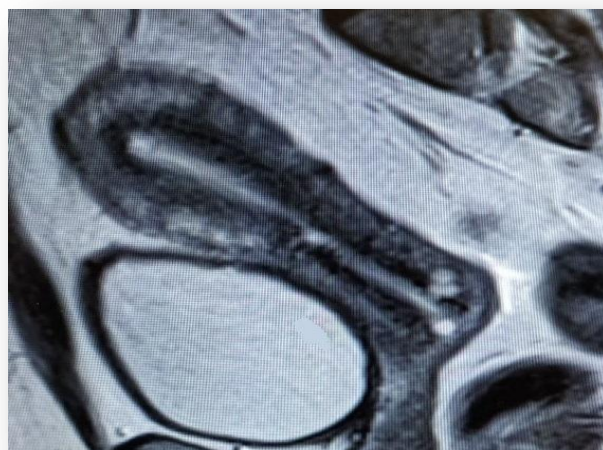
МРТ пациентки К после проведенной метропластики
